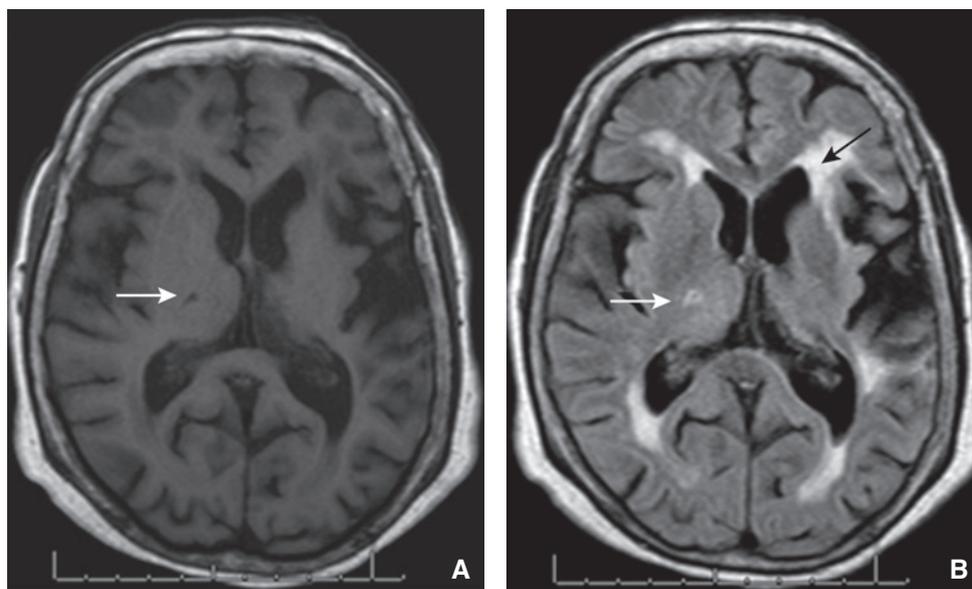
Paziente di 65 anni che presenta stimate radiologiche di vasculopatia delle arterie perforanti profonde. Lacuna talamica destra antica (freccia bianca) e leucoaraiosi (freccia nera) alla risonanza magnetica, in sezione assiale. A. Iposegnale in sequenza ponderata T1. B. Iposegnale con una corona in ipersegnale in sequenza ponderata FLAIR.
